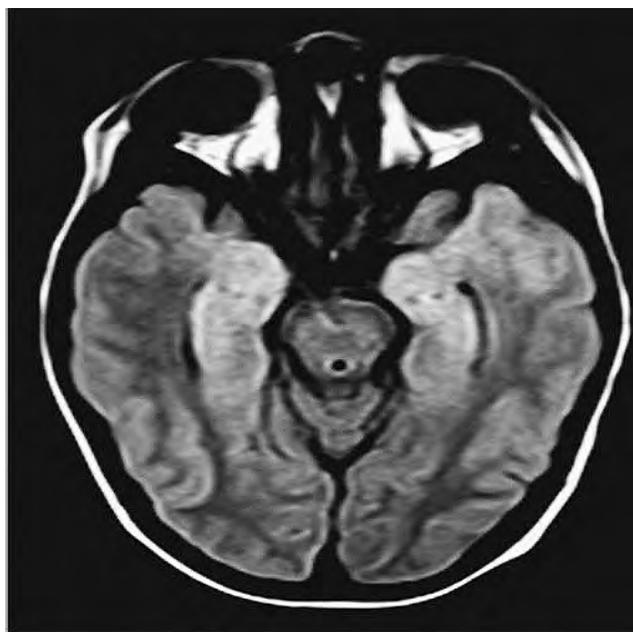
Corte axial de imagen de resonancia magnética cerebral en secuencia FLAIR en la fase inicial de FIRES en un niño de 7 años de edad que muestra hiperseñales en ambas regiones mesiales temporales.
